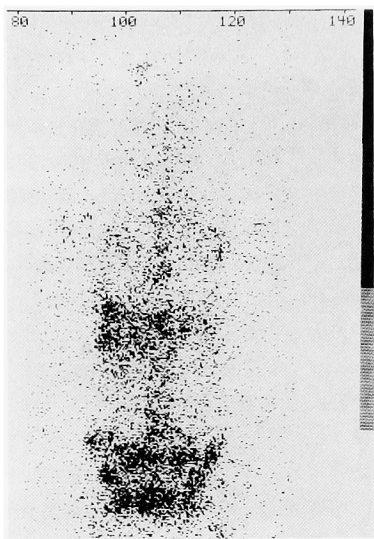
^{131}I -MIBG scintigram showing high uptake lesion in liver and bone metastasis
